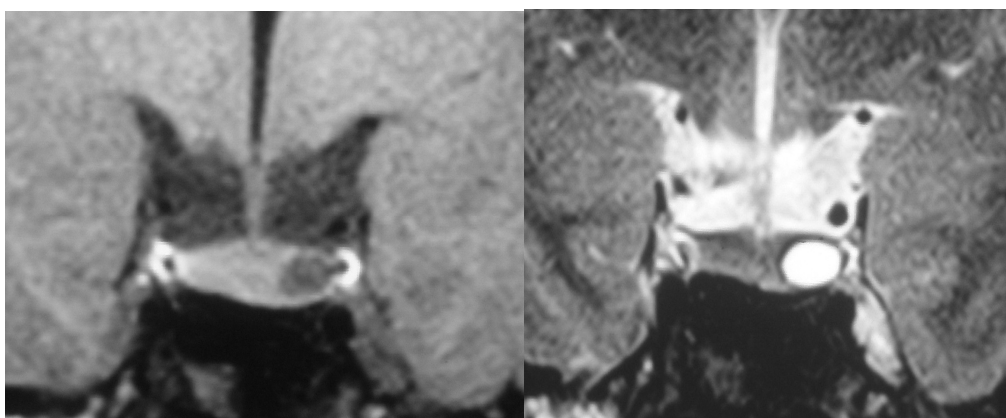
Спостереження №85. Хвора П-та, 35 років (історія хвороби № 120724). МРТ T2 ЗЗ хворої з мікроАГ (гіпоінтенсивне до гіпофіза новоутворення).
